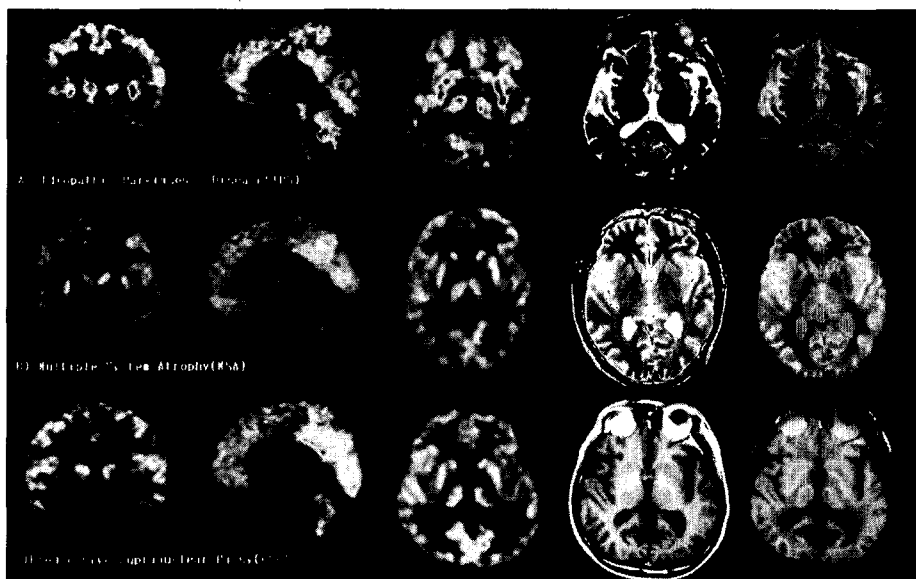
A typical PET and MR image at the mid-striatal level from one IPD patient, one patient with multiple system atrophy (MSA) and one patient with progressive supranuclear palsy (PSP). A) One patient with IPD, Height/Weight: 174 cm/75 kg, Blood glucose: 110 mg/dl, activity: ¹⁸F-FDG 7.1 mCi. B) One patient with MSA i.e., Olivopontocerebellar atrophy, Height/Weight: 172 cm/63 kg Blood glucose: 89 mg/dl, activity: ¹⁸F-FDG 10.2 mCi, C) One patient with PSP, Height/Weight: 162 cm/68 kg, Blood glucose: 94 mg/dl, activity: 9.8 mCi.
